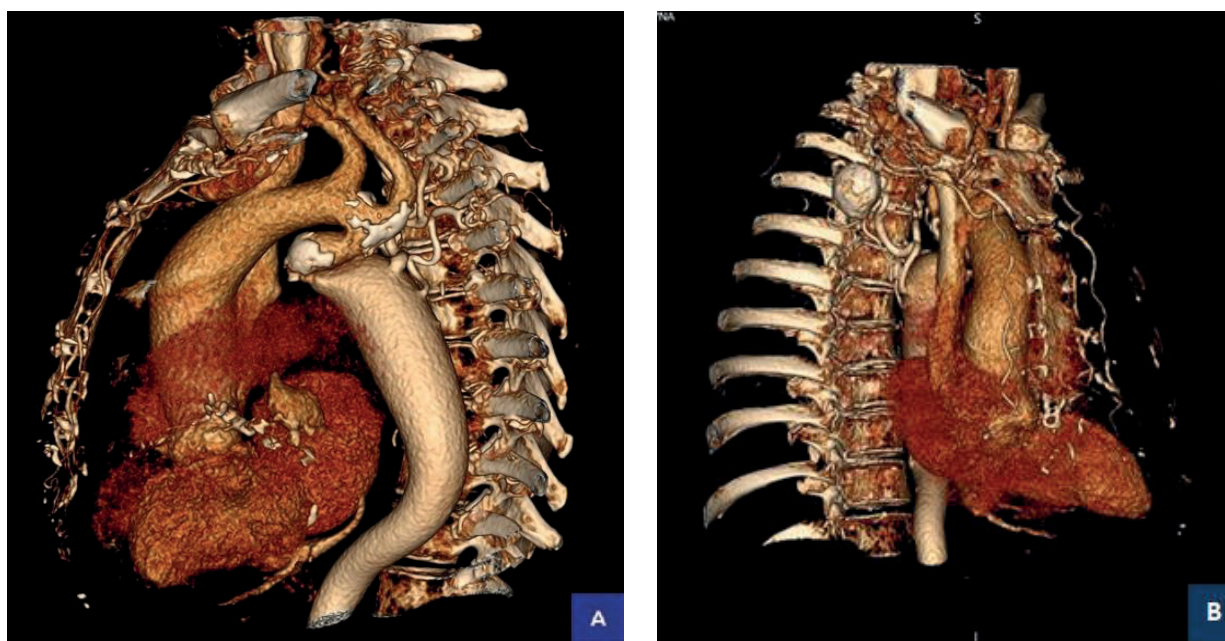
КТ-ангиография. 3D реконструкция. (A) Абберантные коллатерали.
